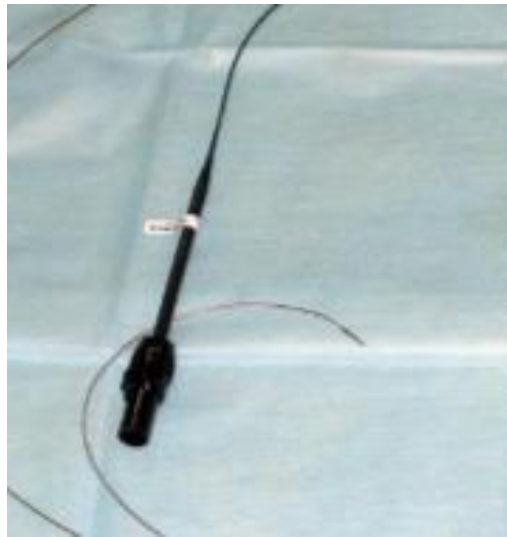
Катетер для ВСУЗИ
